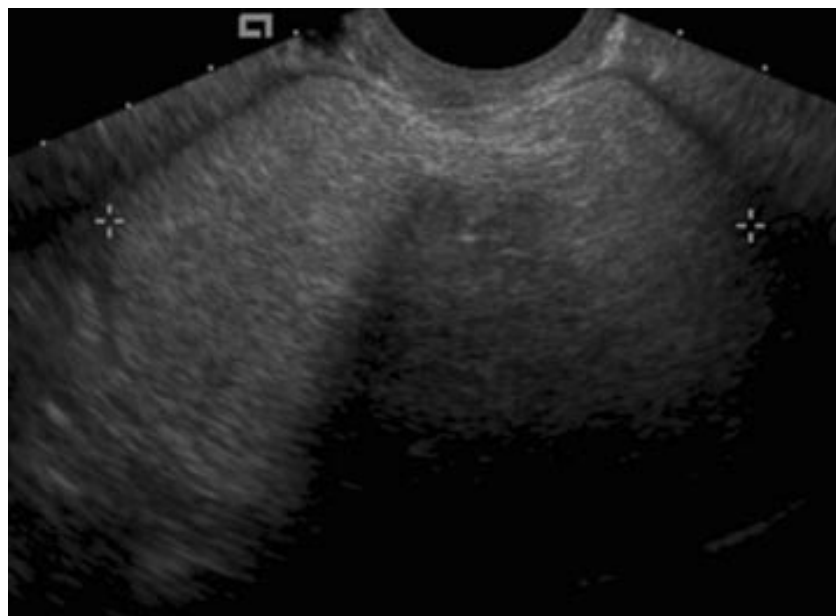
Coupe échographique montrant un kyste échogène en faveur d'un contenu sébacé et une portion atténuante correspondant au nodule de Rokitansky ou à un amas de cheveux orientant vers un tératome mature ovarien gauche [37].
